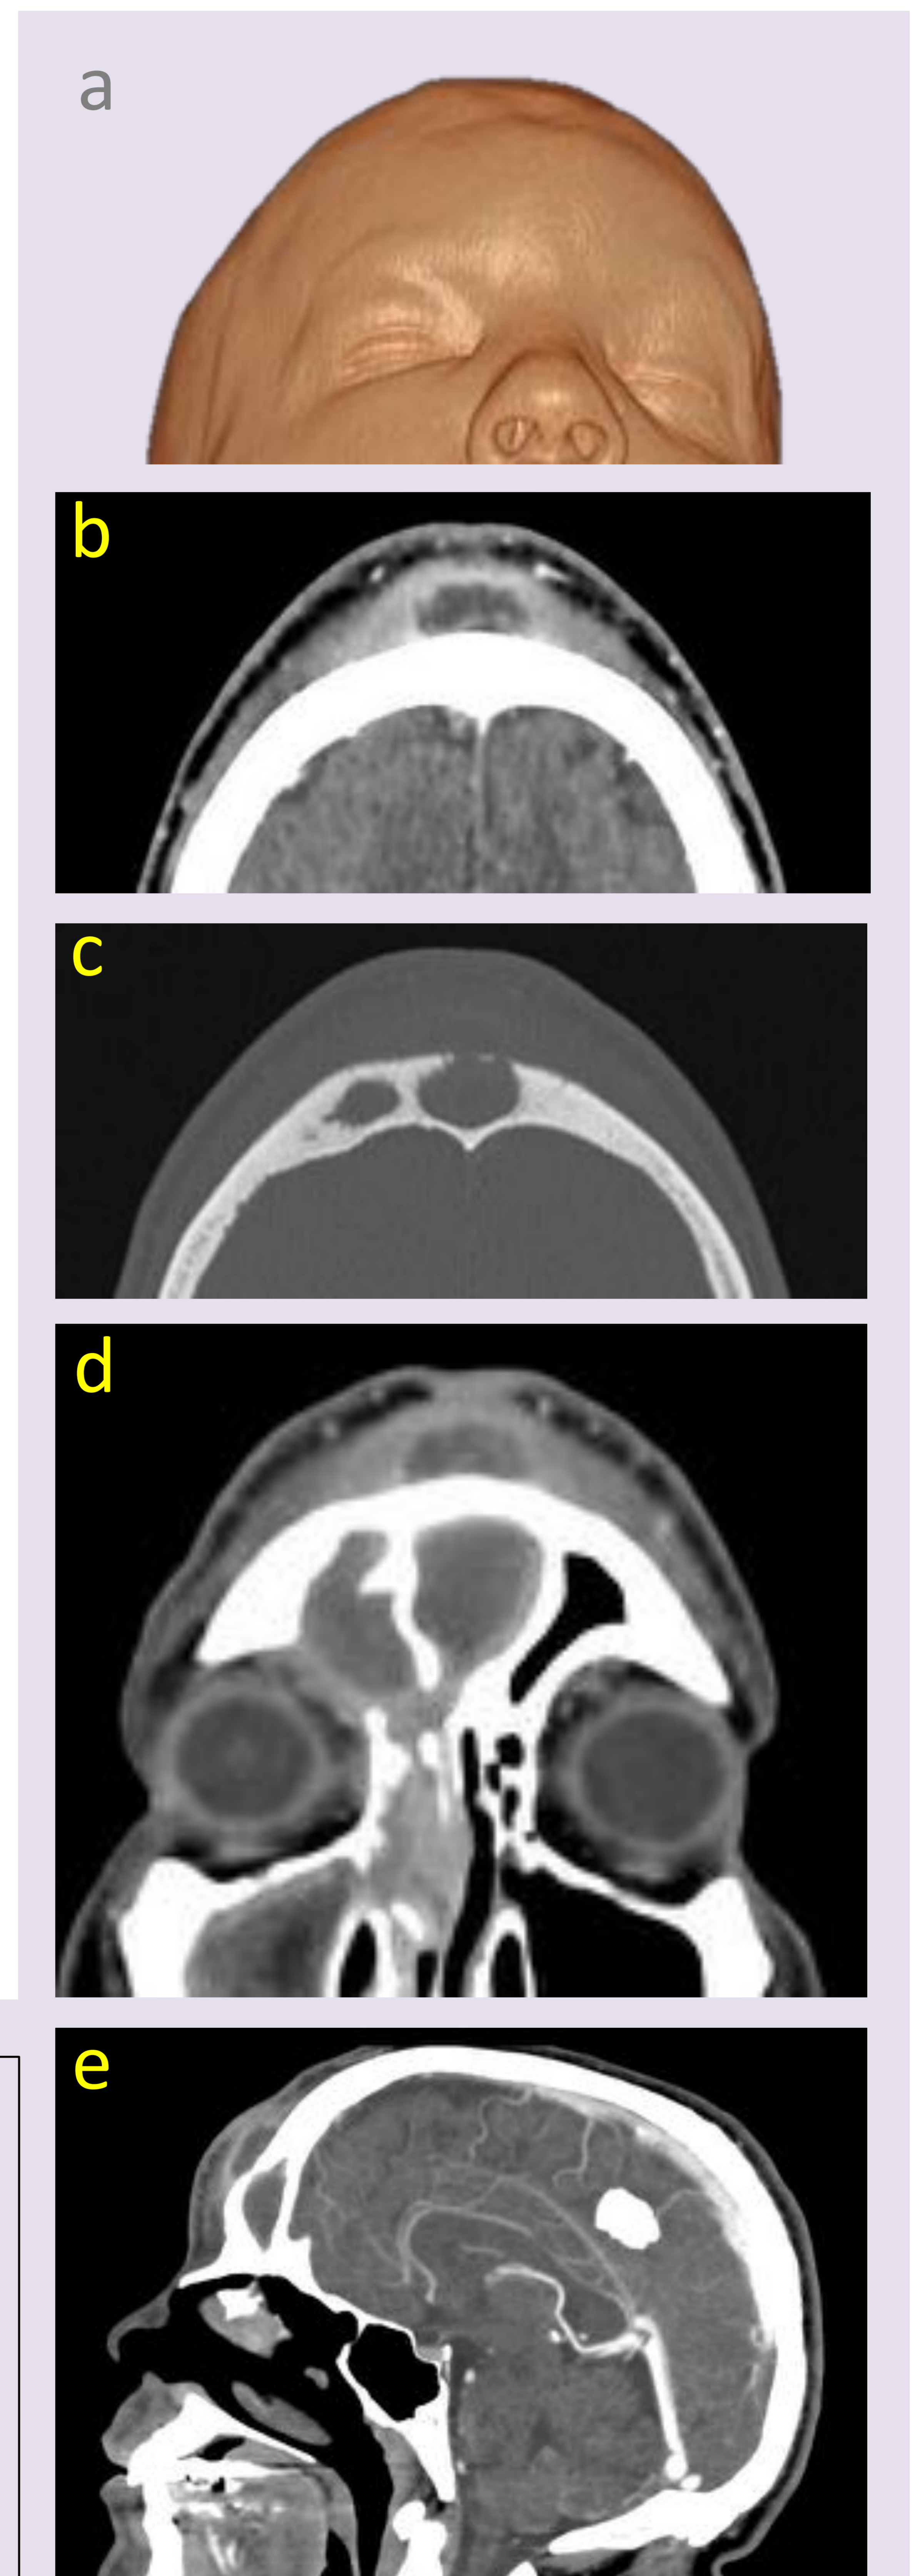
TC craneal. Reconstrucción volumétrica (a), plano axial con ventana de partes blandas (b) y ósea (c), coronal (d) y sagital (e). Colección abscesificada en seno frontal, con patrón permeativo óseo y extensión hacia espacio subperióstico frontal. Hallazgos en relación con Tumor de Pott, con presentación atípica en paciente de 38 años sin complicaciones intracraneales.
